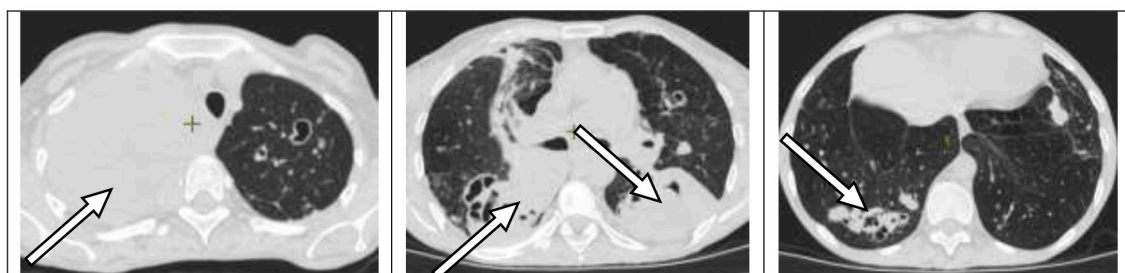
МСКТ органов грудной полости больной К. от 15.01.2024 (описание в тексте)
